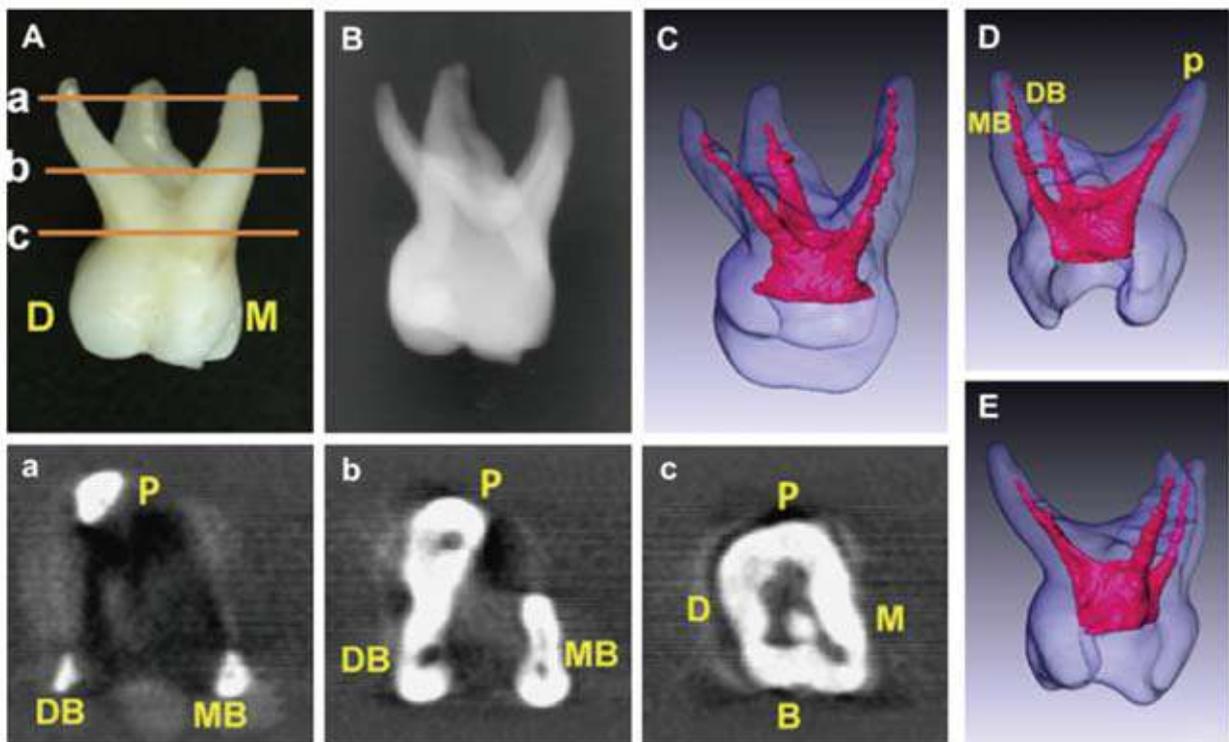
(引用自<A study on the root canal morphology of primary molars by high-resolution computed tomography>, Journal of dental sciences 8(3):321-327, September 2013)
